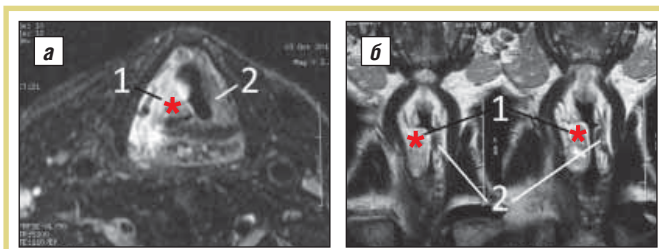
МРТ шеи; 1 – правая голосовая складка; 2 – левая голосовая складка; * – объемное новообразование в толще тканей; а – горизонтальная, б – сагиттальная проекция
